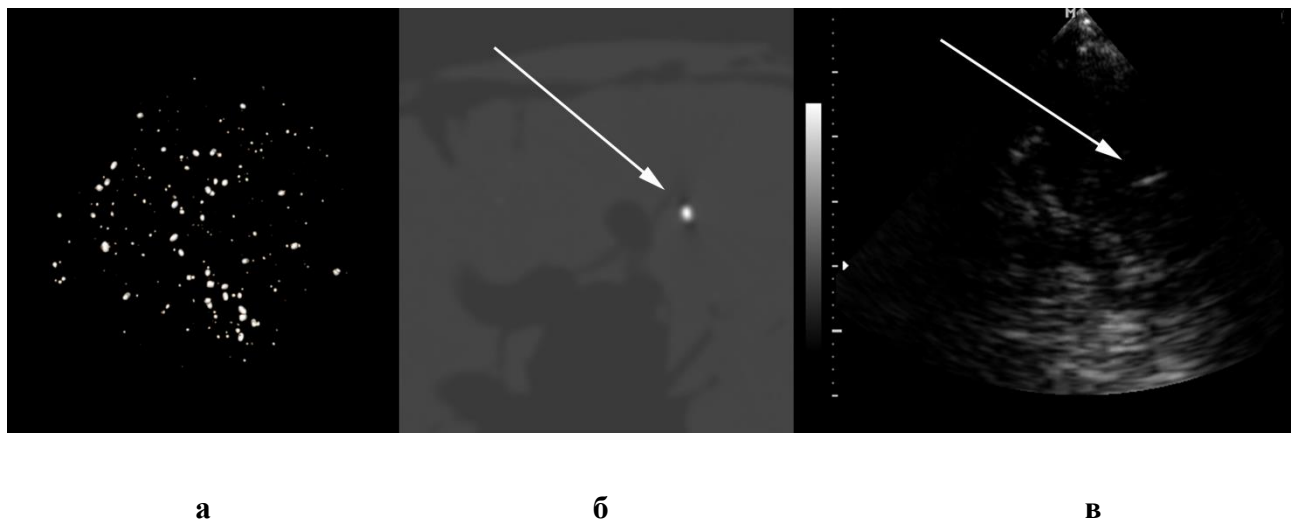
Исследование анатомической версии фантома. а – Трехмерная реконструкция по КТ анатомической модели фантома с выявлением частиц металла и костной ткани по коэффициенту поглощения рентгеновского излучения. б – КТ-срез интересующей области с металлической частицей, представленной в виде наиболее яркой области. в – Сонограмма той же интересующей области, полученная через модель временного акустического окна. На КТ- и УЗИ-изображениях стрелка указывает на одну и ту же металлическую мишень
